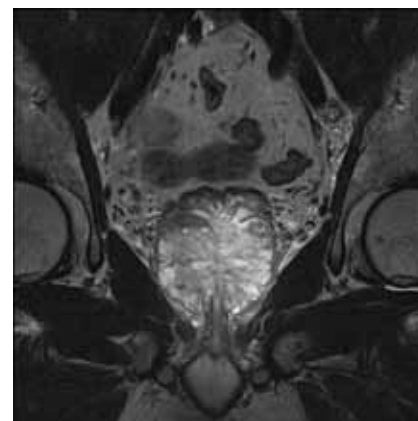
Магнитно-резонансная томография на ЗТ МР томографе с эндоректальной катушкой
